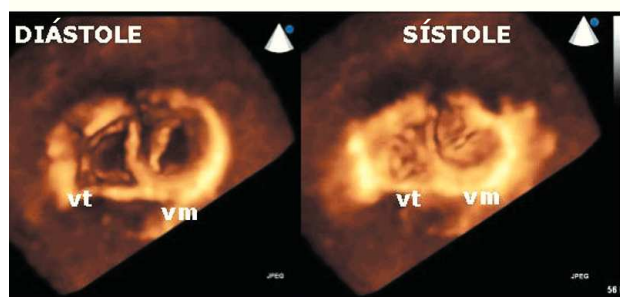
Imagen de ecocardiografía tridimensional desde la cara ventricular en proyección apical que valora los velos valvulares, las comisuras y los anillos auriculoventriculares. Se usan dos planos ortogonales de referencia para localizar las estructuras dentro del volumen completo y se navega cortando por planos para obtener vistas 3D de las válvulas auriculoventriculares en diástole (imagen izquierda) y en sístole (imagen derecha).
